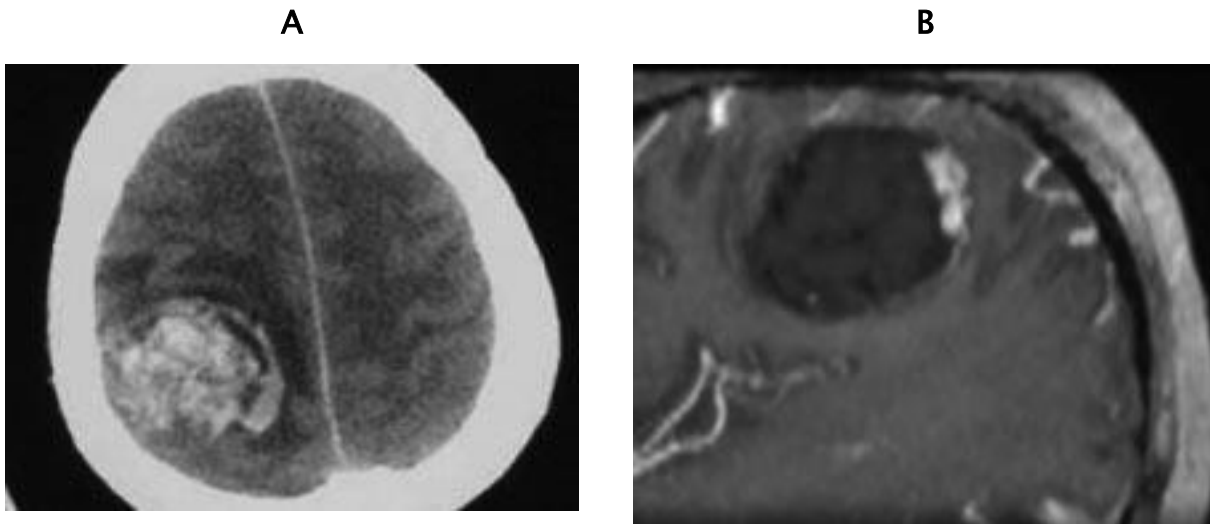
Hématome intra parenchymateux fronto-pariétal droit. a) scanner sans injection : hématome aigu. b) IRM en séquence T1 avec Gadolinium hématome iso-signal associé à une prise de contraste postérieure traduisant la présence d'un nidus angiomateux.
